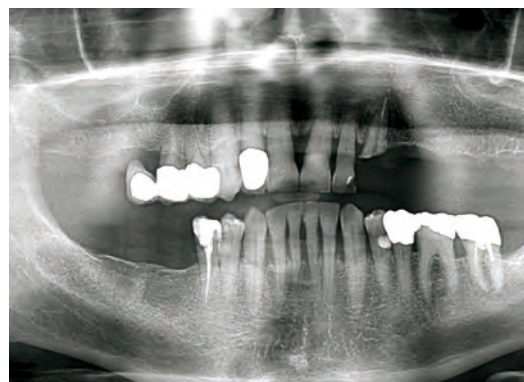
Röntgenbild Ausgangssituation im vierten Quadranten.
